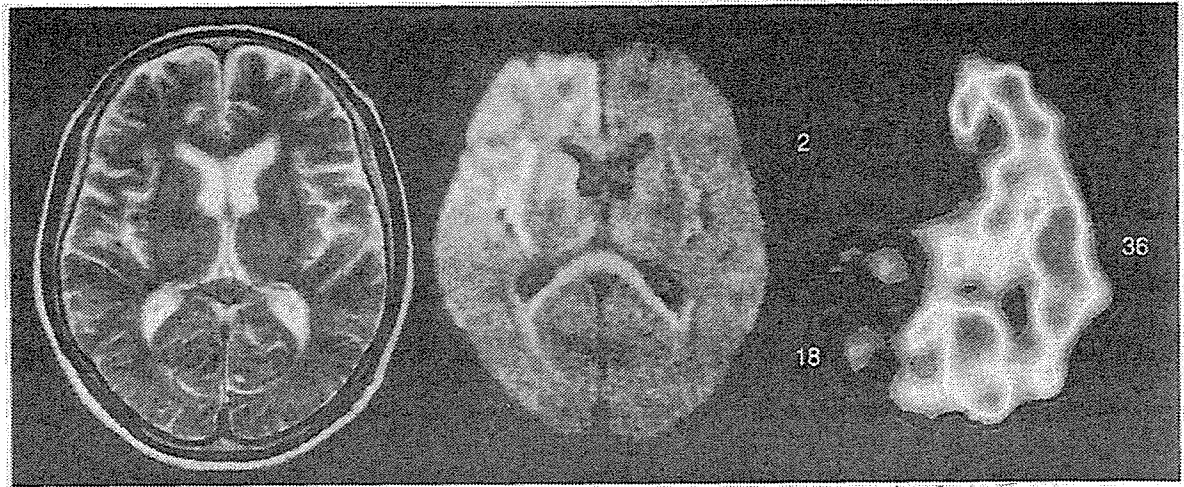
図 2 の症例の発症から 2 時間後の MRI と 2 時間 15 分後の<sup>133</sup>Xe-SPECT
